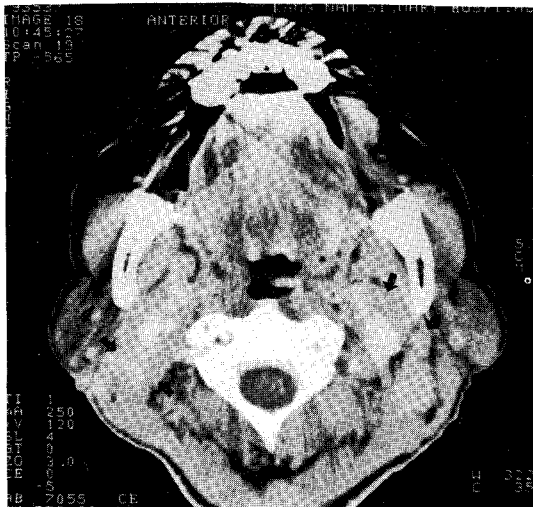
B. The contrast enhanced axial CT scan shows multiple enlarged lymph nodes at the both lateral cervical chains.
